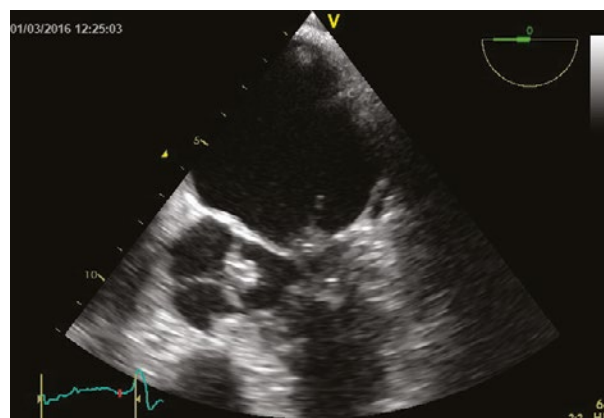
ETE Ecografie transesofagiană – incidență mezosofagiană – vegetații la nivelul valvei aortice și mitrale
